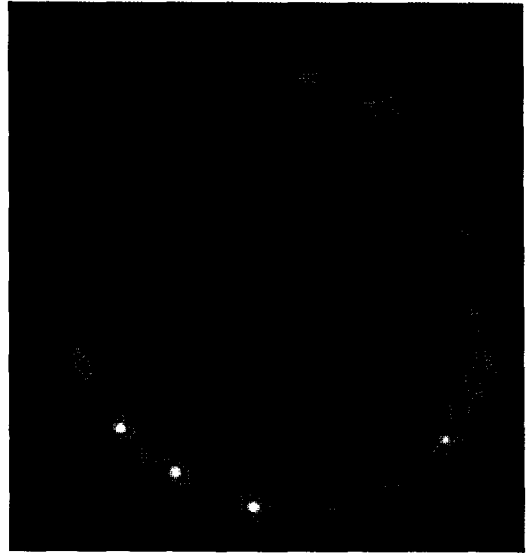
Case 27. Low grade oligoastrocytoma (benign). There is no discernible increased uptake of radiotracer in the brain. In T2- weighted images of MRI, there is an area of ill-defined nodular increased signal intensity in the right upper frontal region. Because of no definite <sup>201</sup>Tl uptake, MRI image was used to determine the appropriate region of interest. The mean <sup>201</sup>Tl-index was 1.29 and the peak <sup>201</sup>Tl-index was 1.69.
